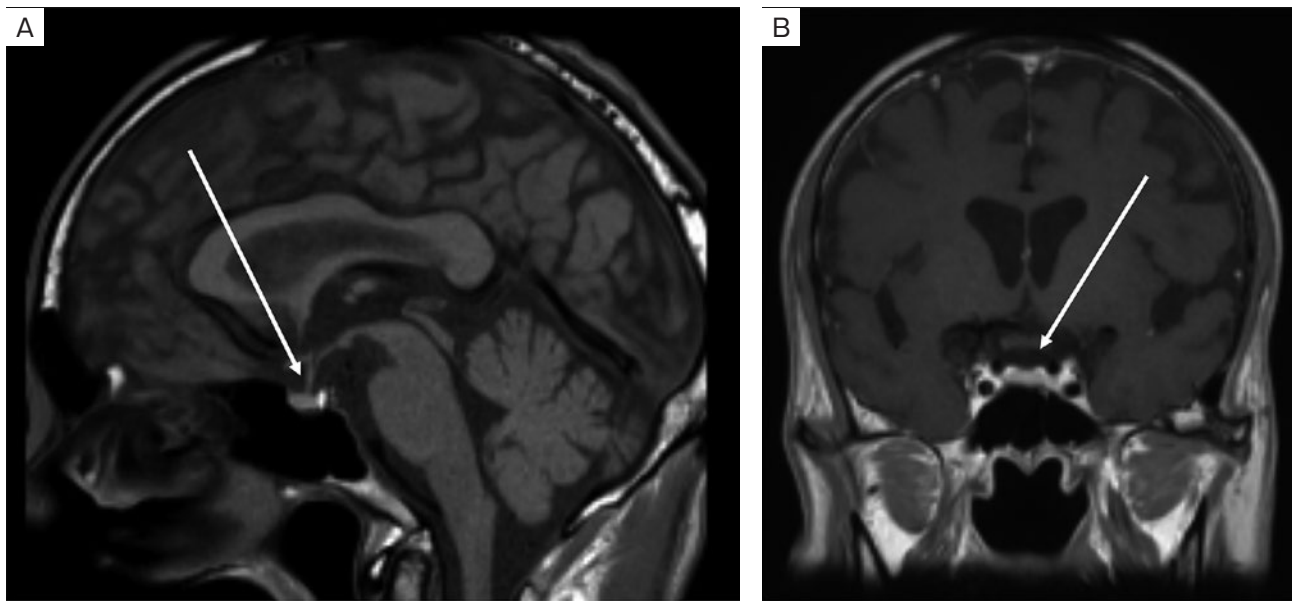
下垂体MRI (T1強調画像)。(A) 造影前矢状断。下垂体の形態は正常で後葉の高信号が保たれている (矢印)。(B) 造影後冠状断。下垂体内に腫瘤性病変を疑わせるような異常増強像は認めない (矢印)。
